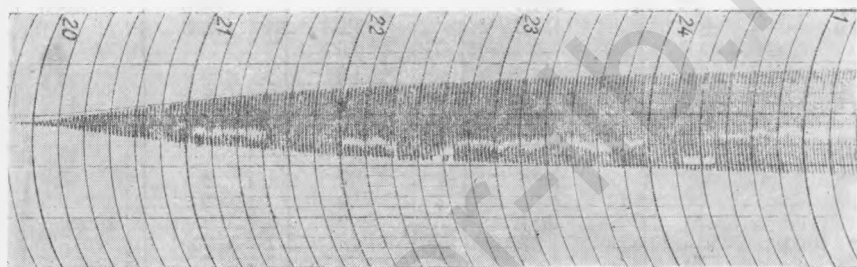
Родильница Ц., и. р. 7061. Диагноз тот же. Запись через 2 часа после введения ЕАКК, по окончании трансфузии 700 мл крови. Микроканал
